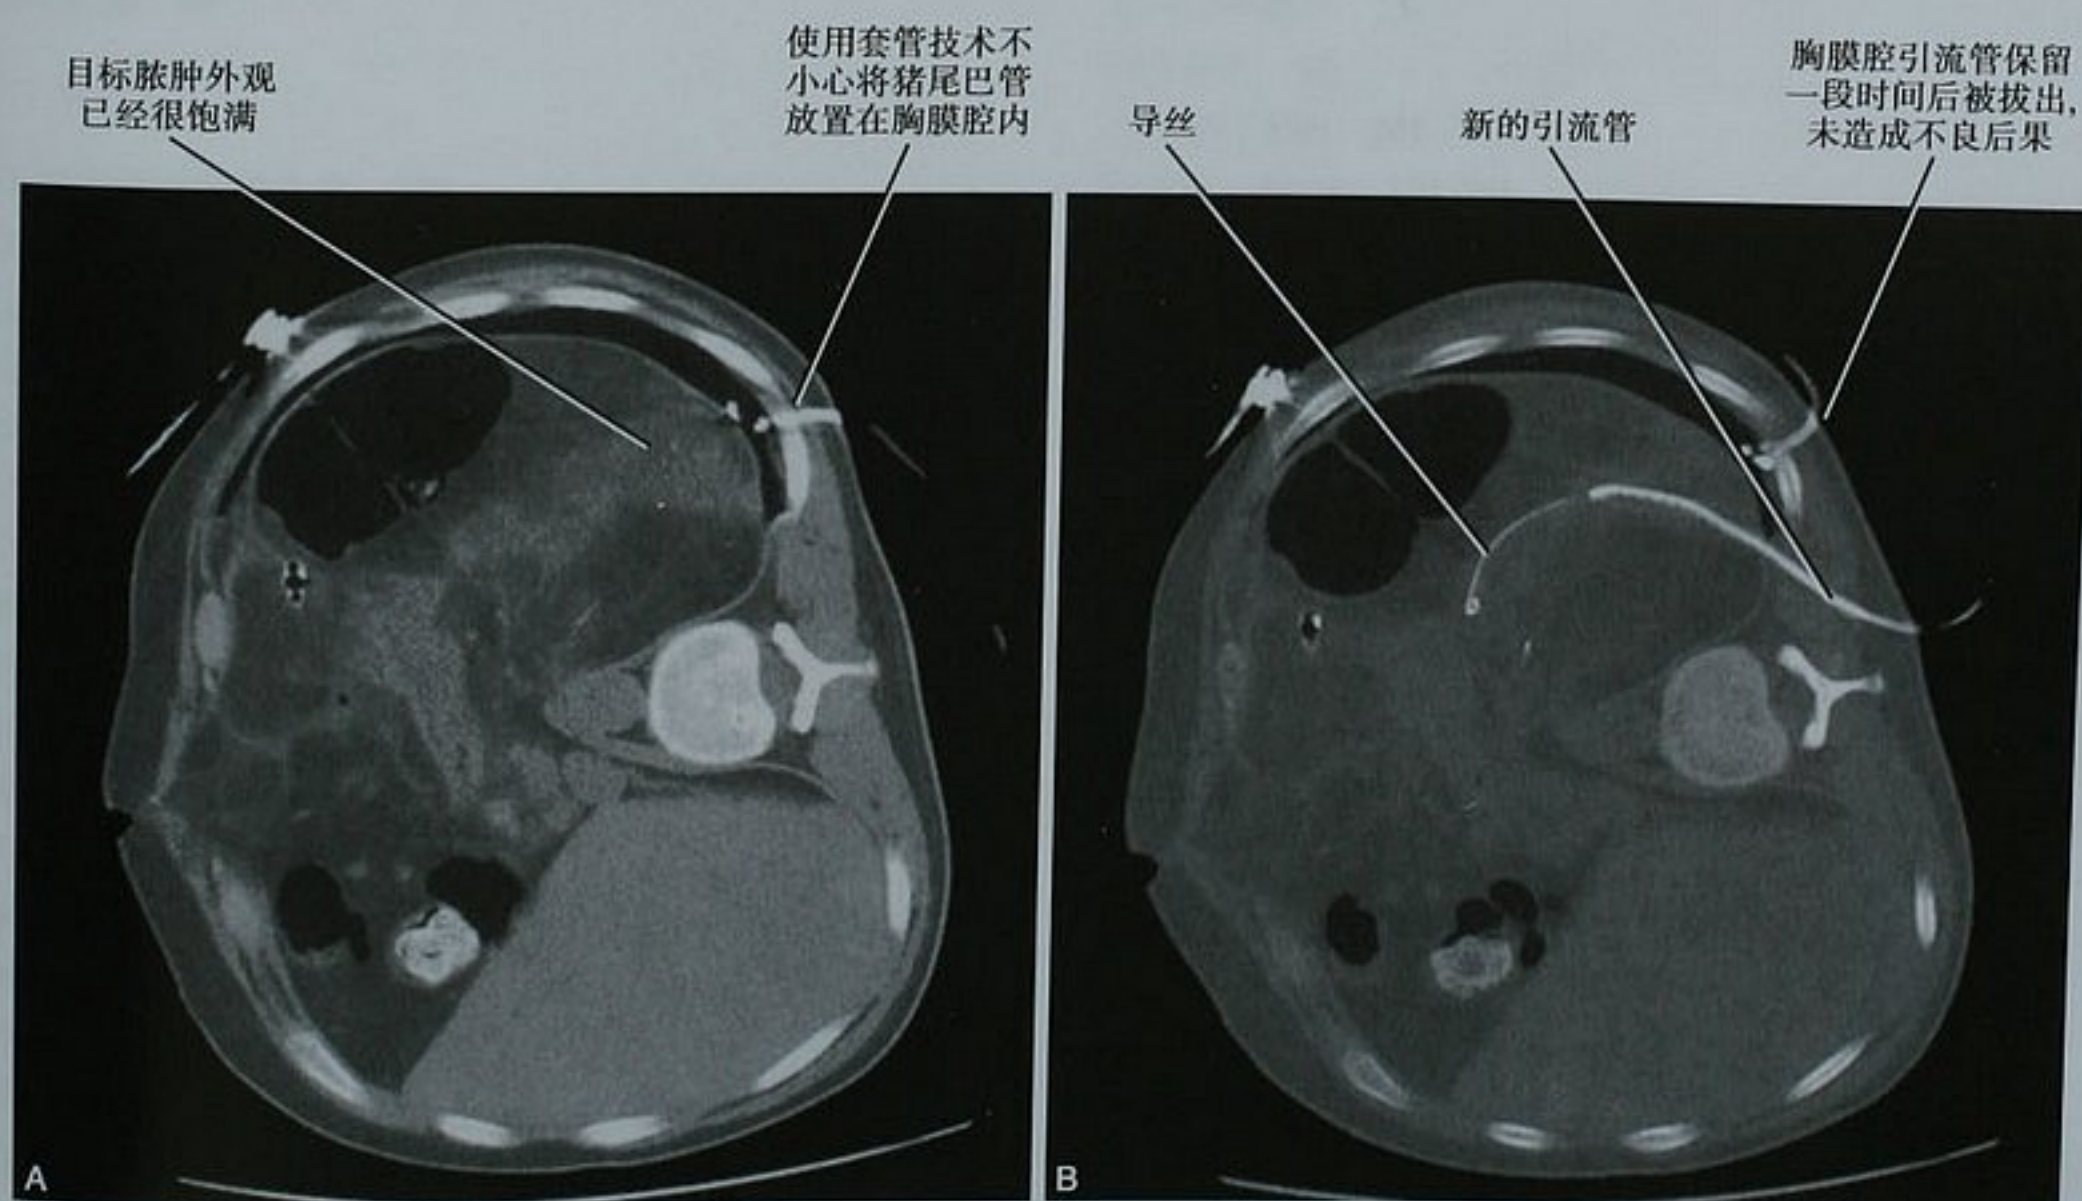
使用套管技术最初尝试将导管放置于腹部液性病灶内(A),但不小心将导管放置在了胸膜腔内,再次尝试之后(B)的轴 CT 位扫描图像
